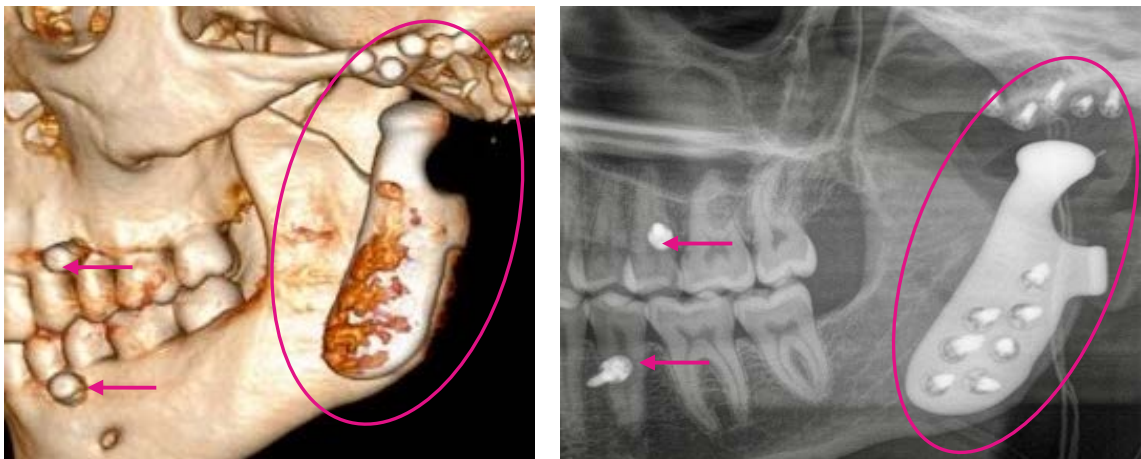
Postoperative Kontrolle nach KG-TEP-Implantation (pinke Umrandung). Links: Ausschnitt aus einer 3D-Rekonstruktion des CT-Datensatzes. Rechts: Ausschnitt aus dem OPT. Neben der Darstellung der Osteosyntheseschrauben und der Kondylen-Komponente erscheinen jeweils rechts in den Abbildungen die noch vorhandenen transgingivalen Schrauben zur mandibulo-maxillären Fixation (Pfeile). Die Fossa-Komponente besteht aus UHMWPE und stellt sich in der gewählten Bildgebung nicht dar.
